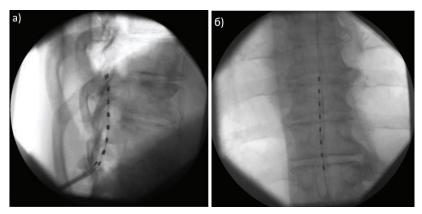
Рентгенограмма – расположение электродов постоянного нейростимулятора: a – боковая проекция; δ – прямая проекция
